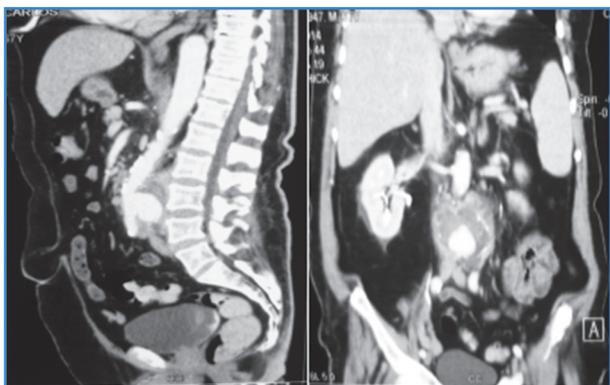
Angiotomografía, cortes sagital y frontal.
